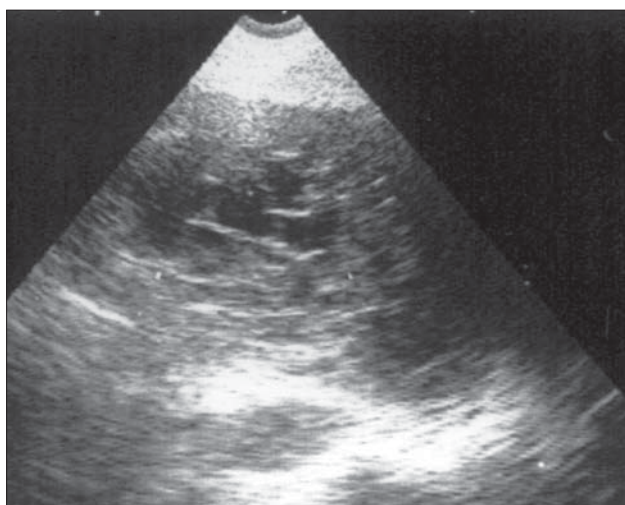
Ecografie toracică. Empiem pleural.
